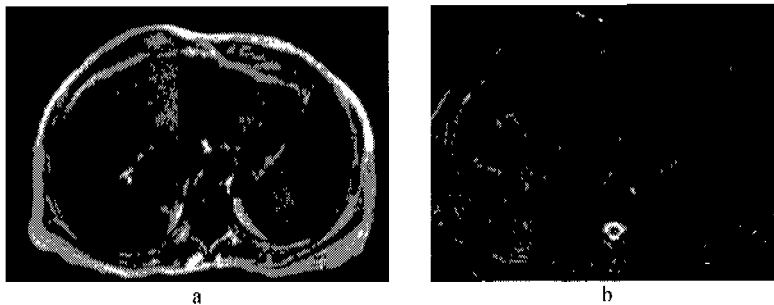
IRM. Carcinoma hepatocelular moderadamente diferenciado infiltrativo difuso con isointensidad en T1 (a) e hiperintensidad en T2 (b).
